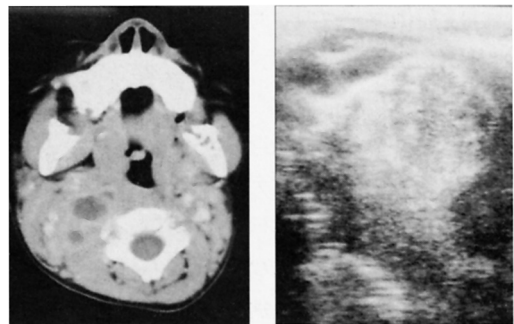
Case2 : CT scan and ultrasound show abscess of the deep neck
